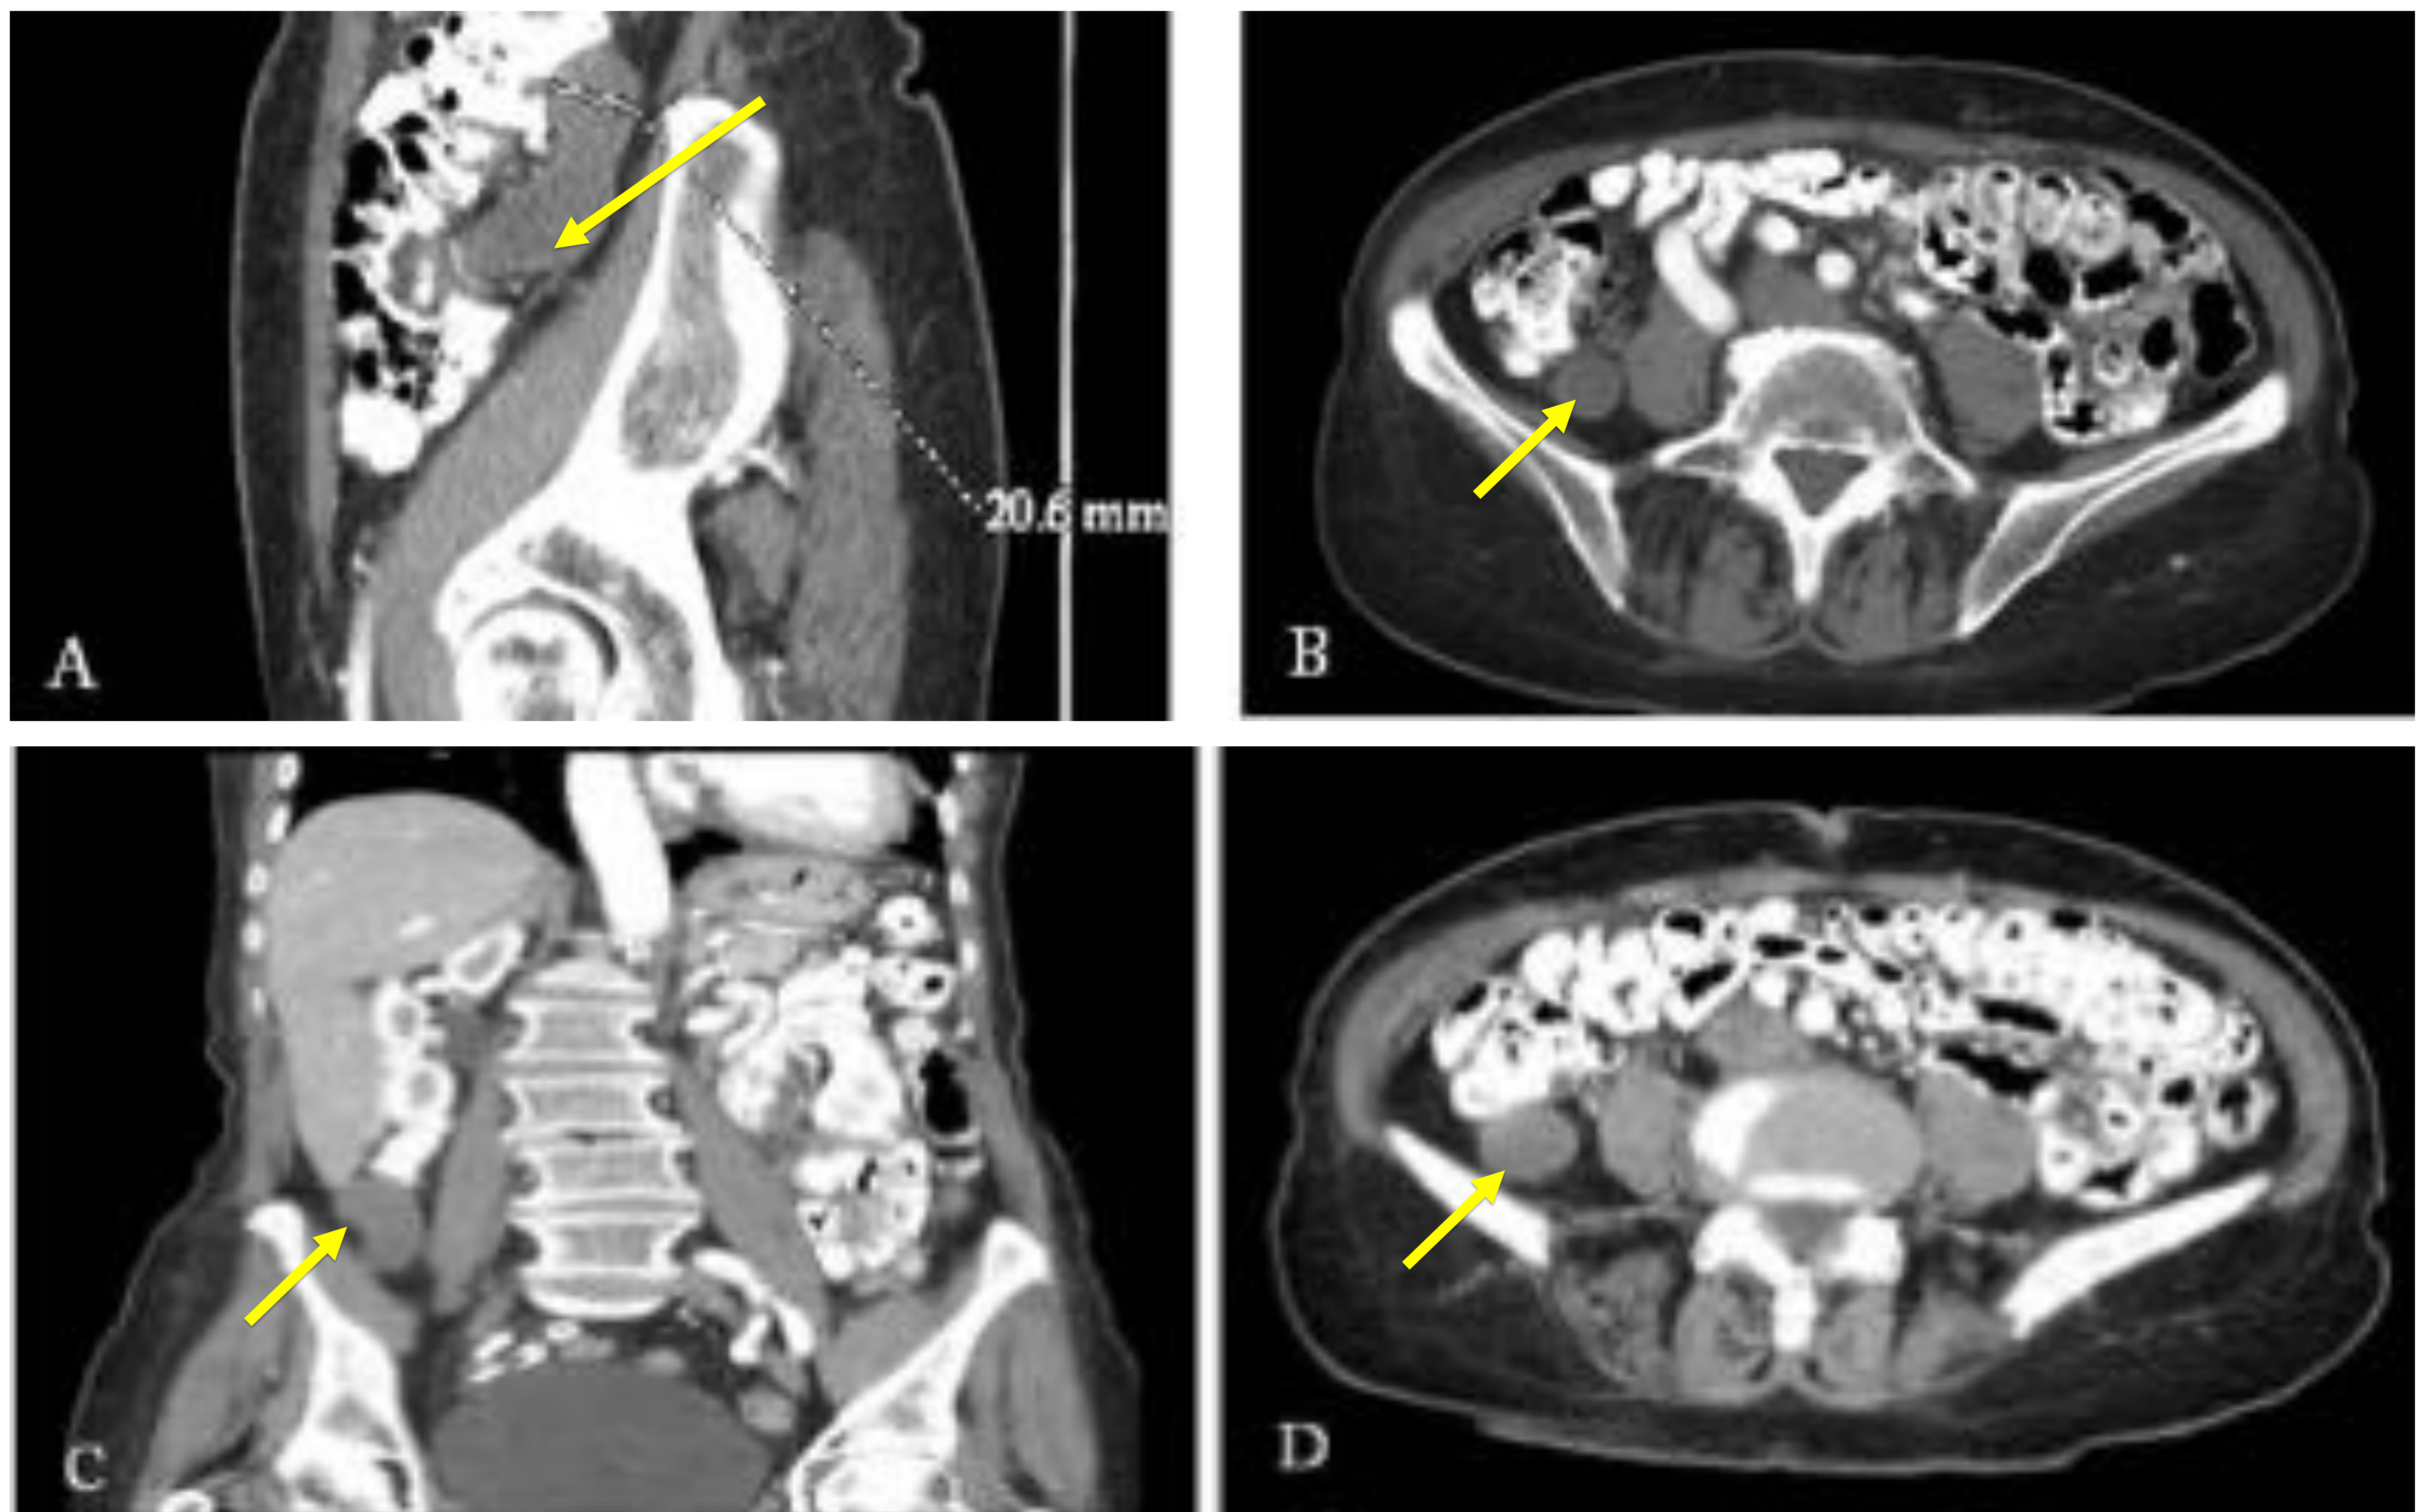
TAC abdominopélvico con contraste oral e IV, corte sagital por MPR (figura A), corte coronal por MPR (figura C) y corte axial (figura B y D).
